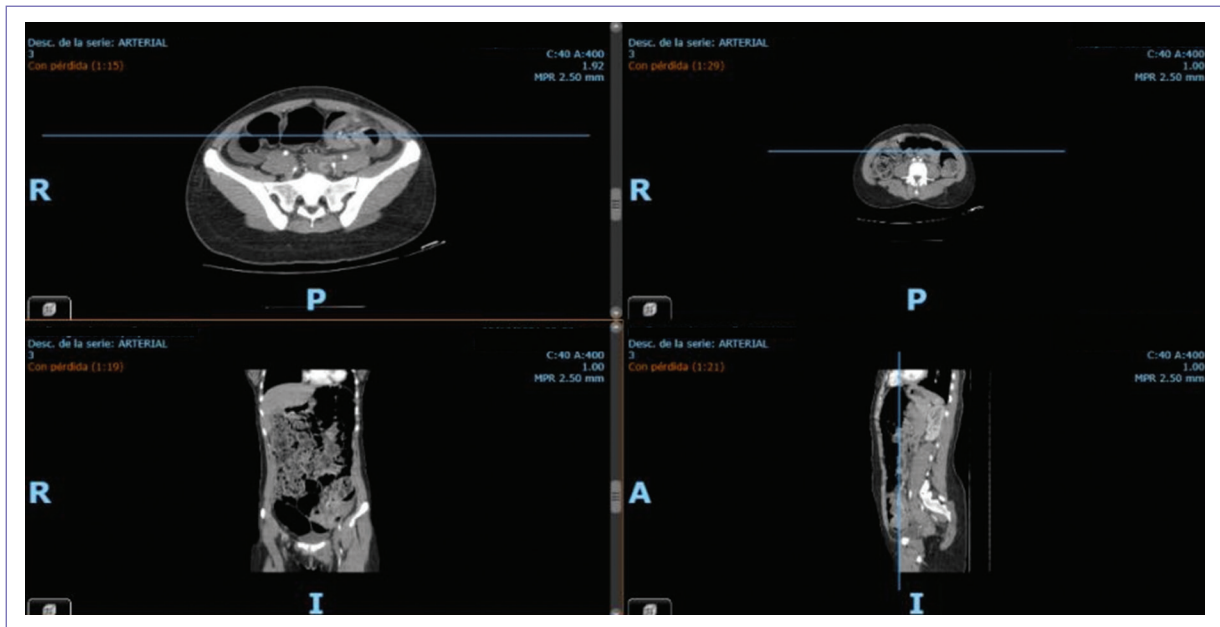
Tomografía simple y contrastada de abdomen y pelvis que reporta asas intestinales de colon con presencia de abundante material de residuo prácticamente en todo el marco colónico. En colon descendente cambio en la configuración del patrón colónico, observando un asa dentro de otra con paso de su mesenterio, identificando al menos dos imágenes adyacentes al sitio, de morfología ovalada, de bordes regulares y definidos, con pared delgada, que registra 31 y 76 UH en la pase simple y venosa respectivamente, así como centro hipodenso con índices de atenuación de -51 UH. Además, adyacente a dicha área se identifican vasos mesentéricos que conforman parcialmente el signo del torbellino, ganglios circundantes, los cuales conservan su morfología e hilio graso, con diámetro en su eje corto en el plano axial menores a 8 mm con diagnóstico de imágenes sugerentes coprostasis y lipomas colónicos que asocian invaginación colo-colónica, ganglios cecales de aspecto inflamatorio, líquido libre abdominal.
